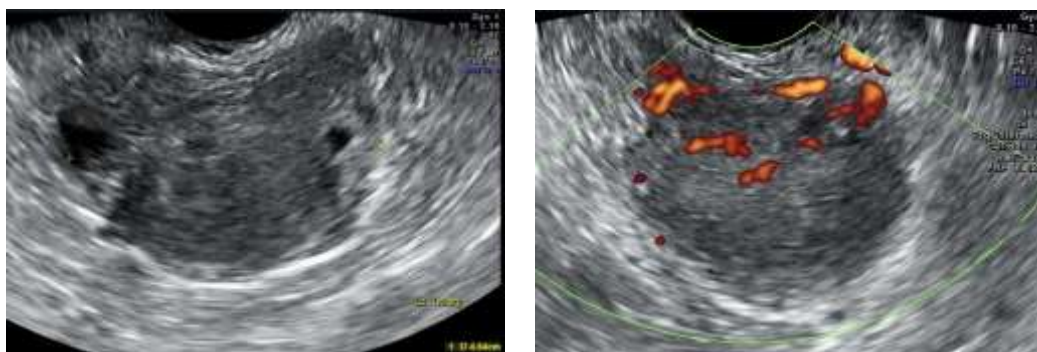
Falso positivo. Paciente de 33 años. Ecografía en escala de grises y con doppler color
